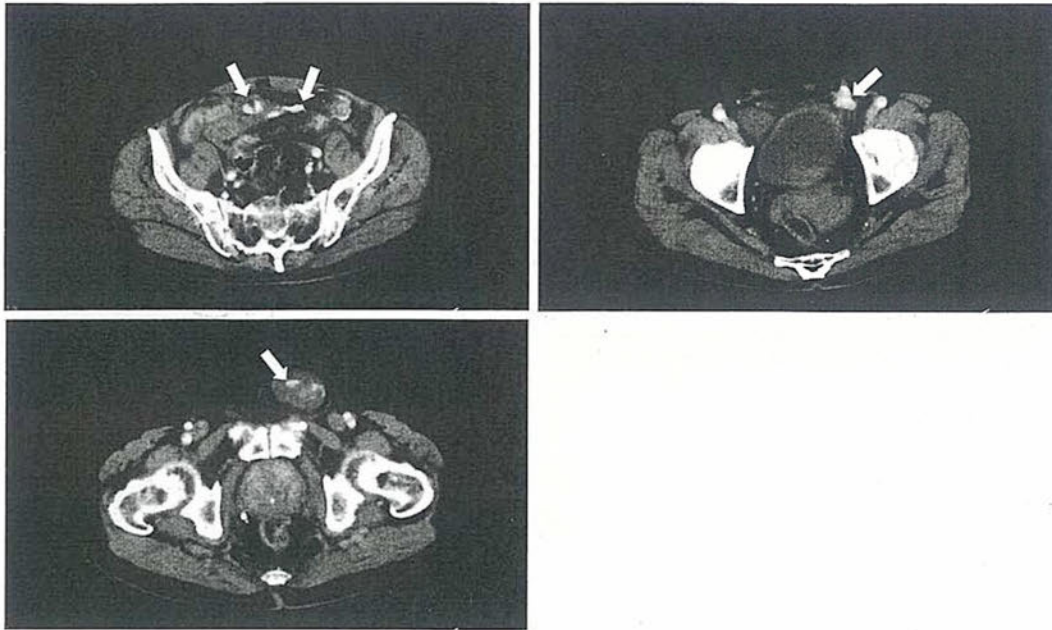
Abdominal contrast-enhanced CT scan shows the extravasation in the lumen of small intestine (a), in the pelvic cavity around the left inguinal hernia (b) and inside of left inguinal hernia sac (c). (arrow indicates extravasation)
